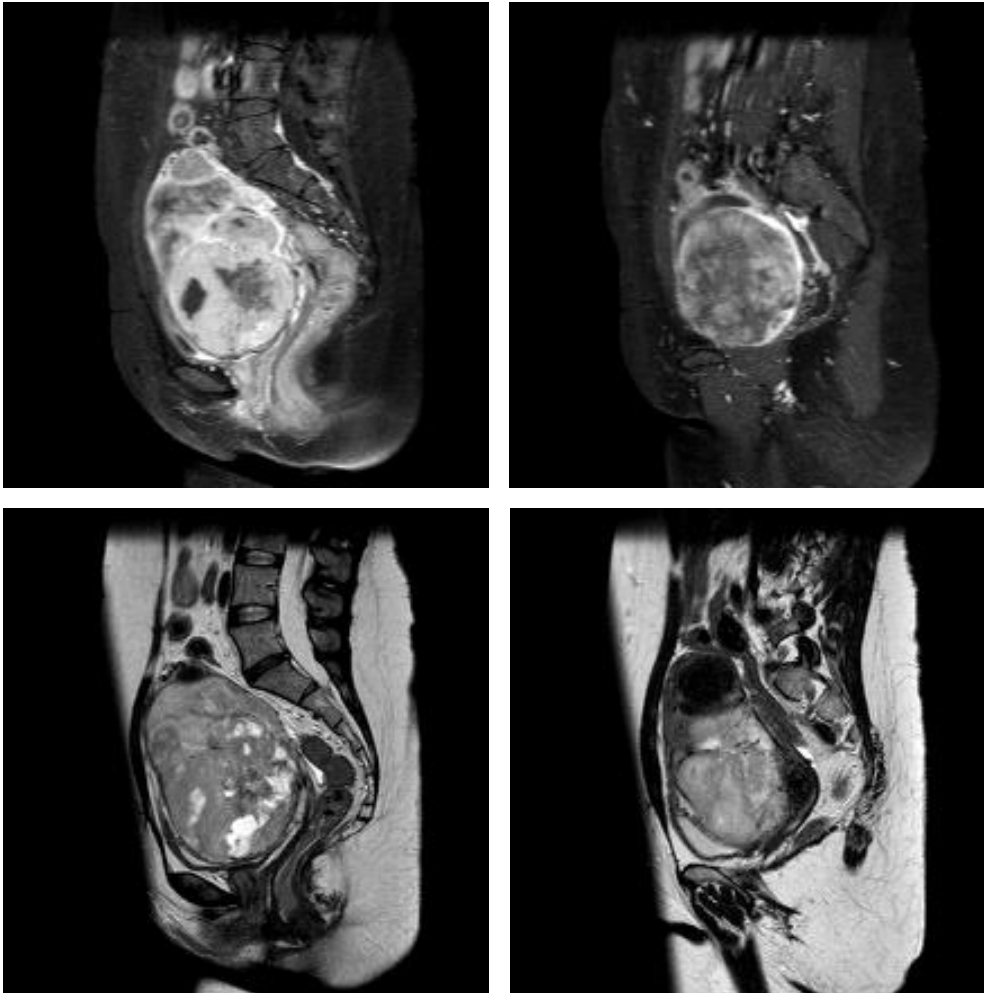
MRT des Tumors aus Abb. 81: malignomsuspekte, inhomogene, vermehrt Kontrastmittel aufnehmende ca. 10,5 x 8 x 11,5 cm messender Raumforderung zentral im kleinen Becken mit nekrotischen Arealen und Einblutungen
